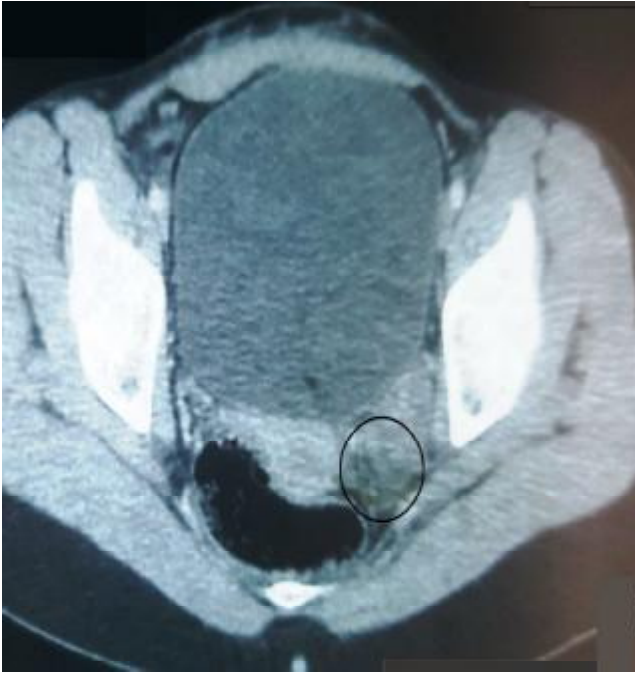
TDM pelvienne avec localisation ligament large.
